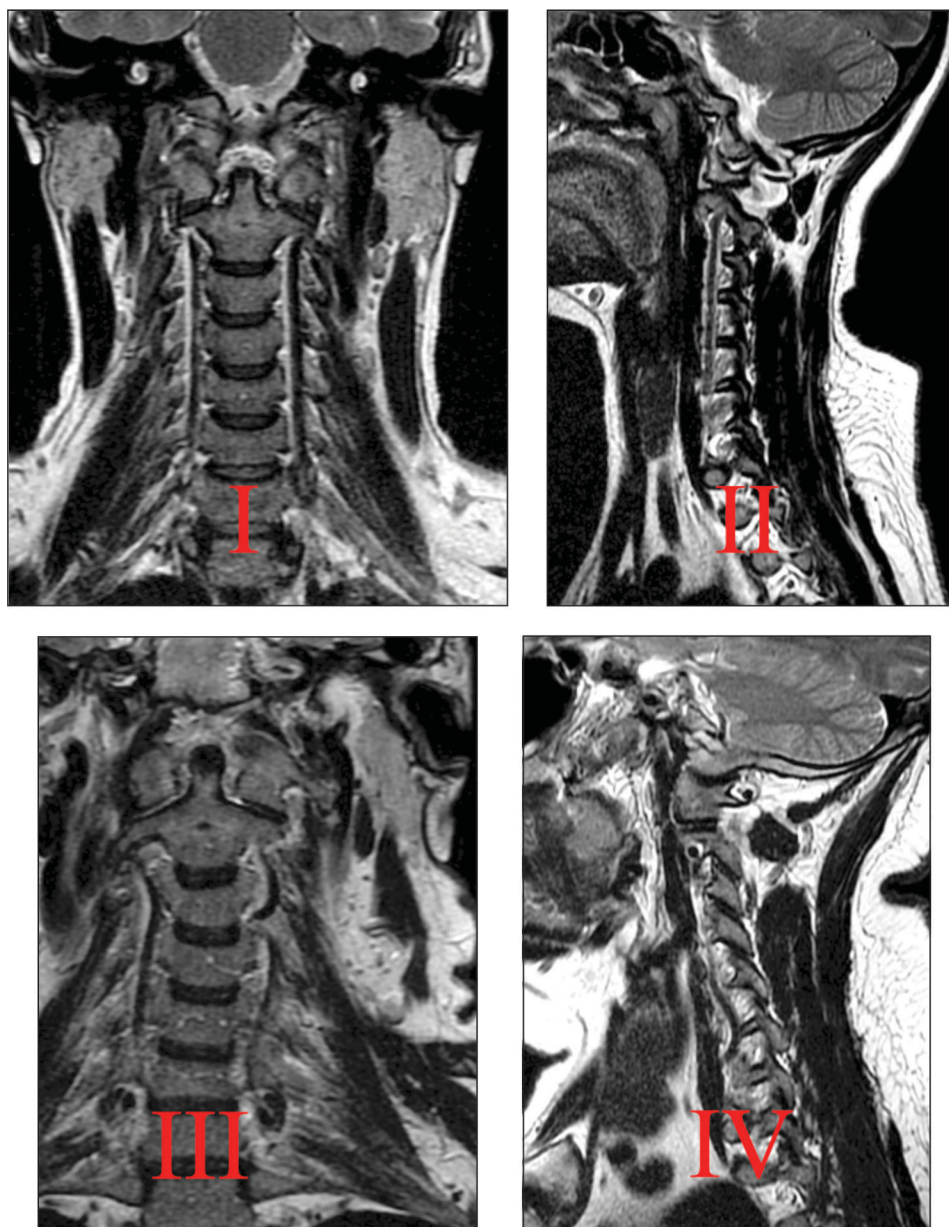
Характер хода позвоночных артерий на магнитно-резонансных томограммах в сагиттальной и фронтальной плоскостях:
